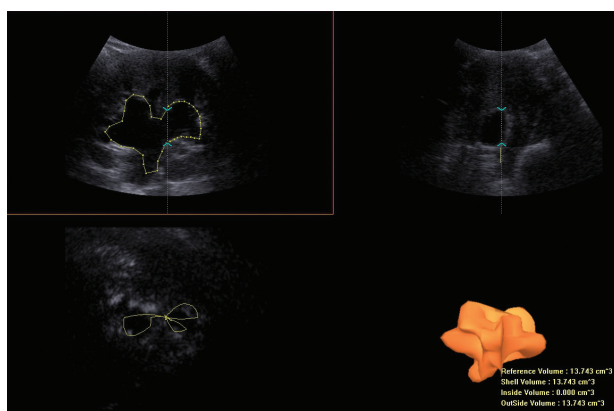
Ultrasonograficzna ocena nerki prawej (przekrój wzdłuż długiej osi nerki). Widoczne poszerzenie miedniczki oraz kielichów większych
